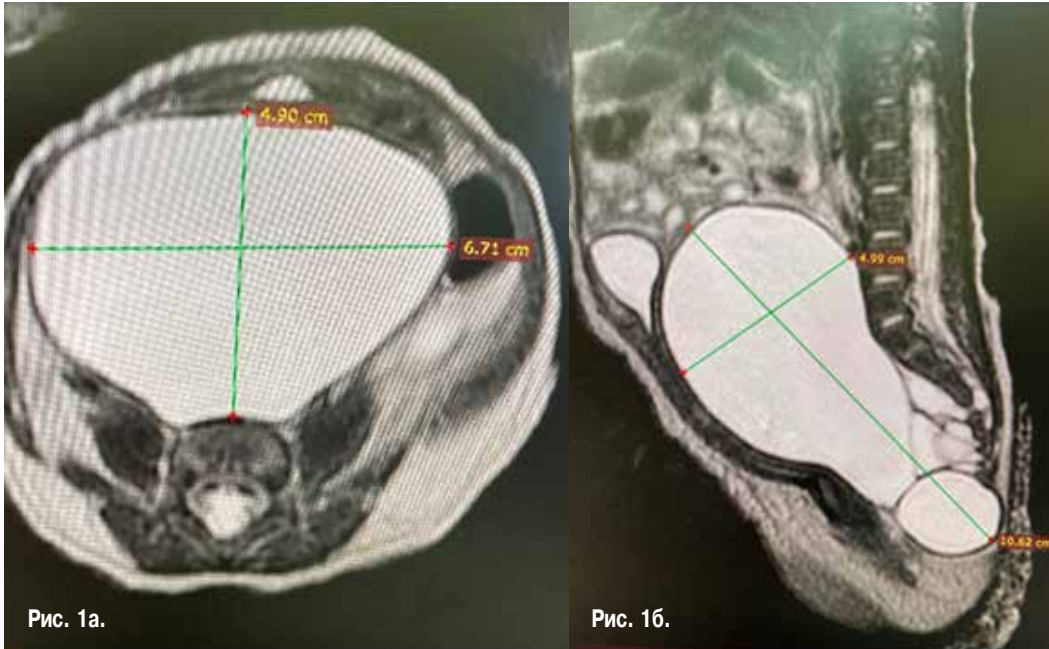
На аксиальных томограммах отчетливо определяется опухоль, занимающая полость малого таза, оттесняющая мочевой пузырь кпереди и вверх. Новообразование имеет кистозно-солидное строение, размерами 4,9 х 6,71 см
